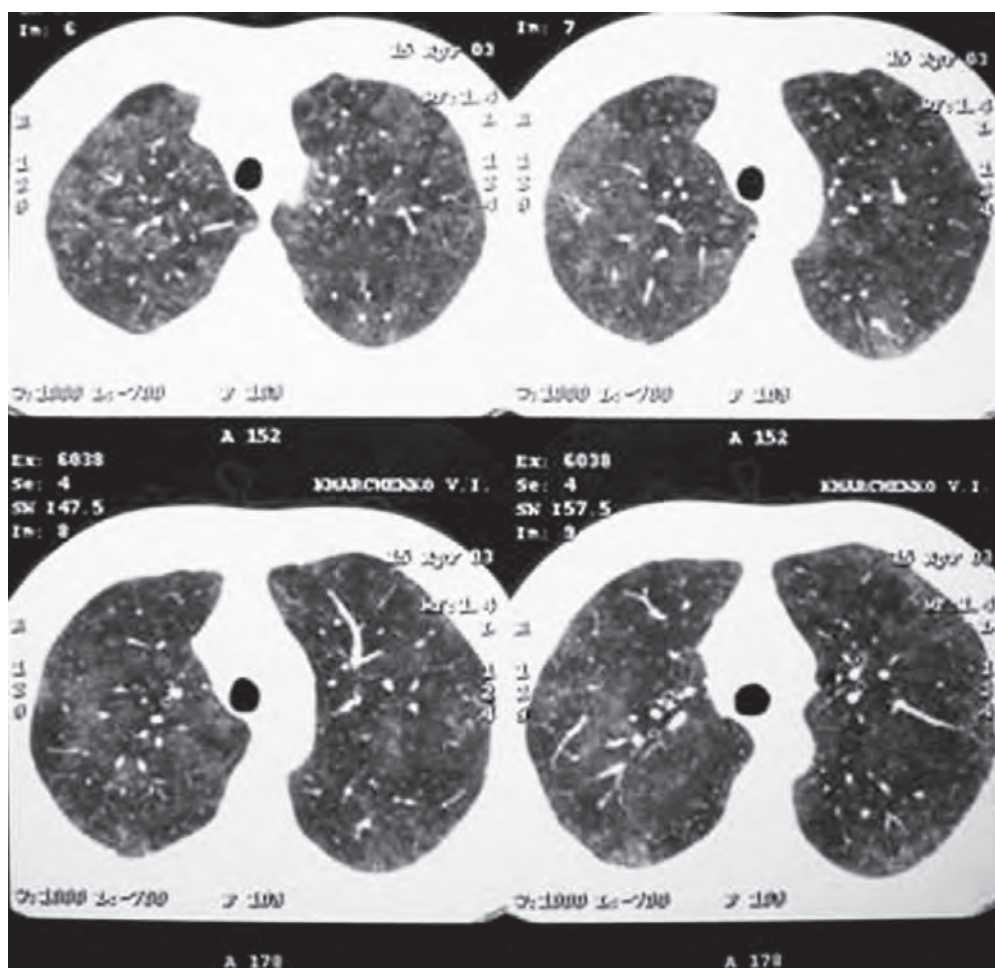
Компьютерная томография пациента с острым вариантом экзогенного аллергического альвеолита. Диффузное поражение легочной ткани. Снижена четкость структур легочного рисунка. В кортикальных отделах легкого выявляется симптом «матового стекла» — диффузное снижение прозрачности легочной ткани
